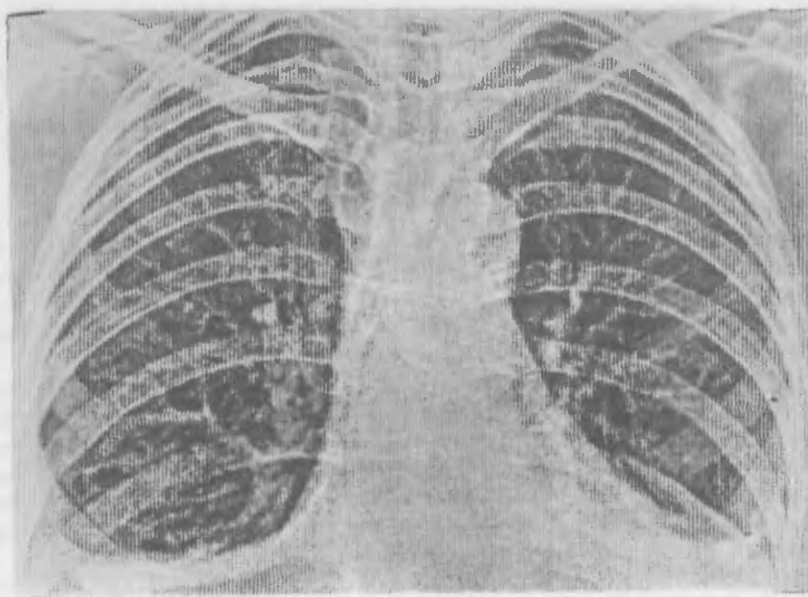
Прямая электрорентгенограмма грудной клетки больной системной красной волчанкой. Усиленный легочный рисунок, массивные медиастинальные и costo-диафрагмальные плевральные шварты, уплощающие куполы диафрагмы.
